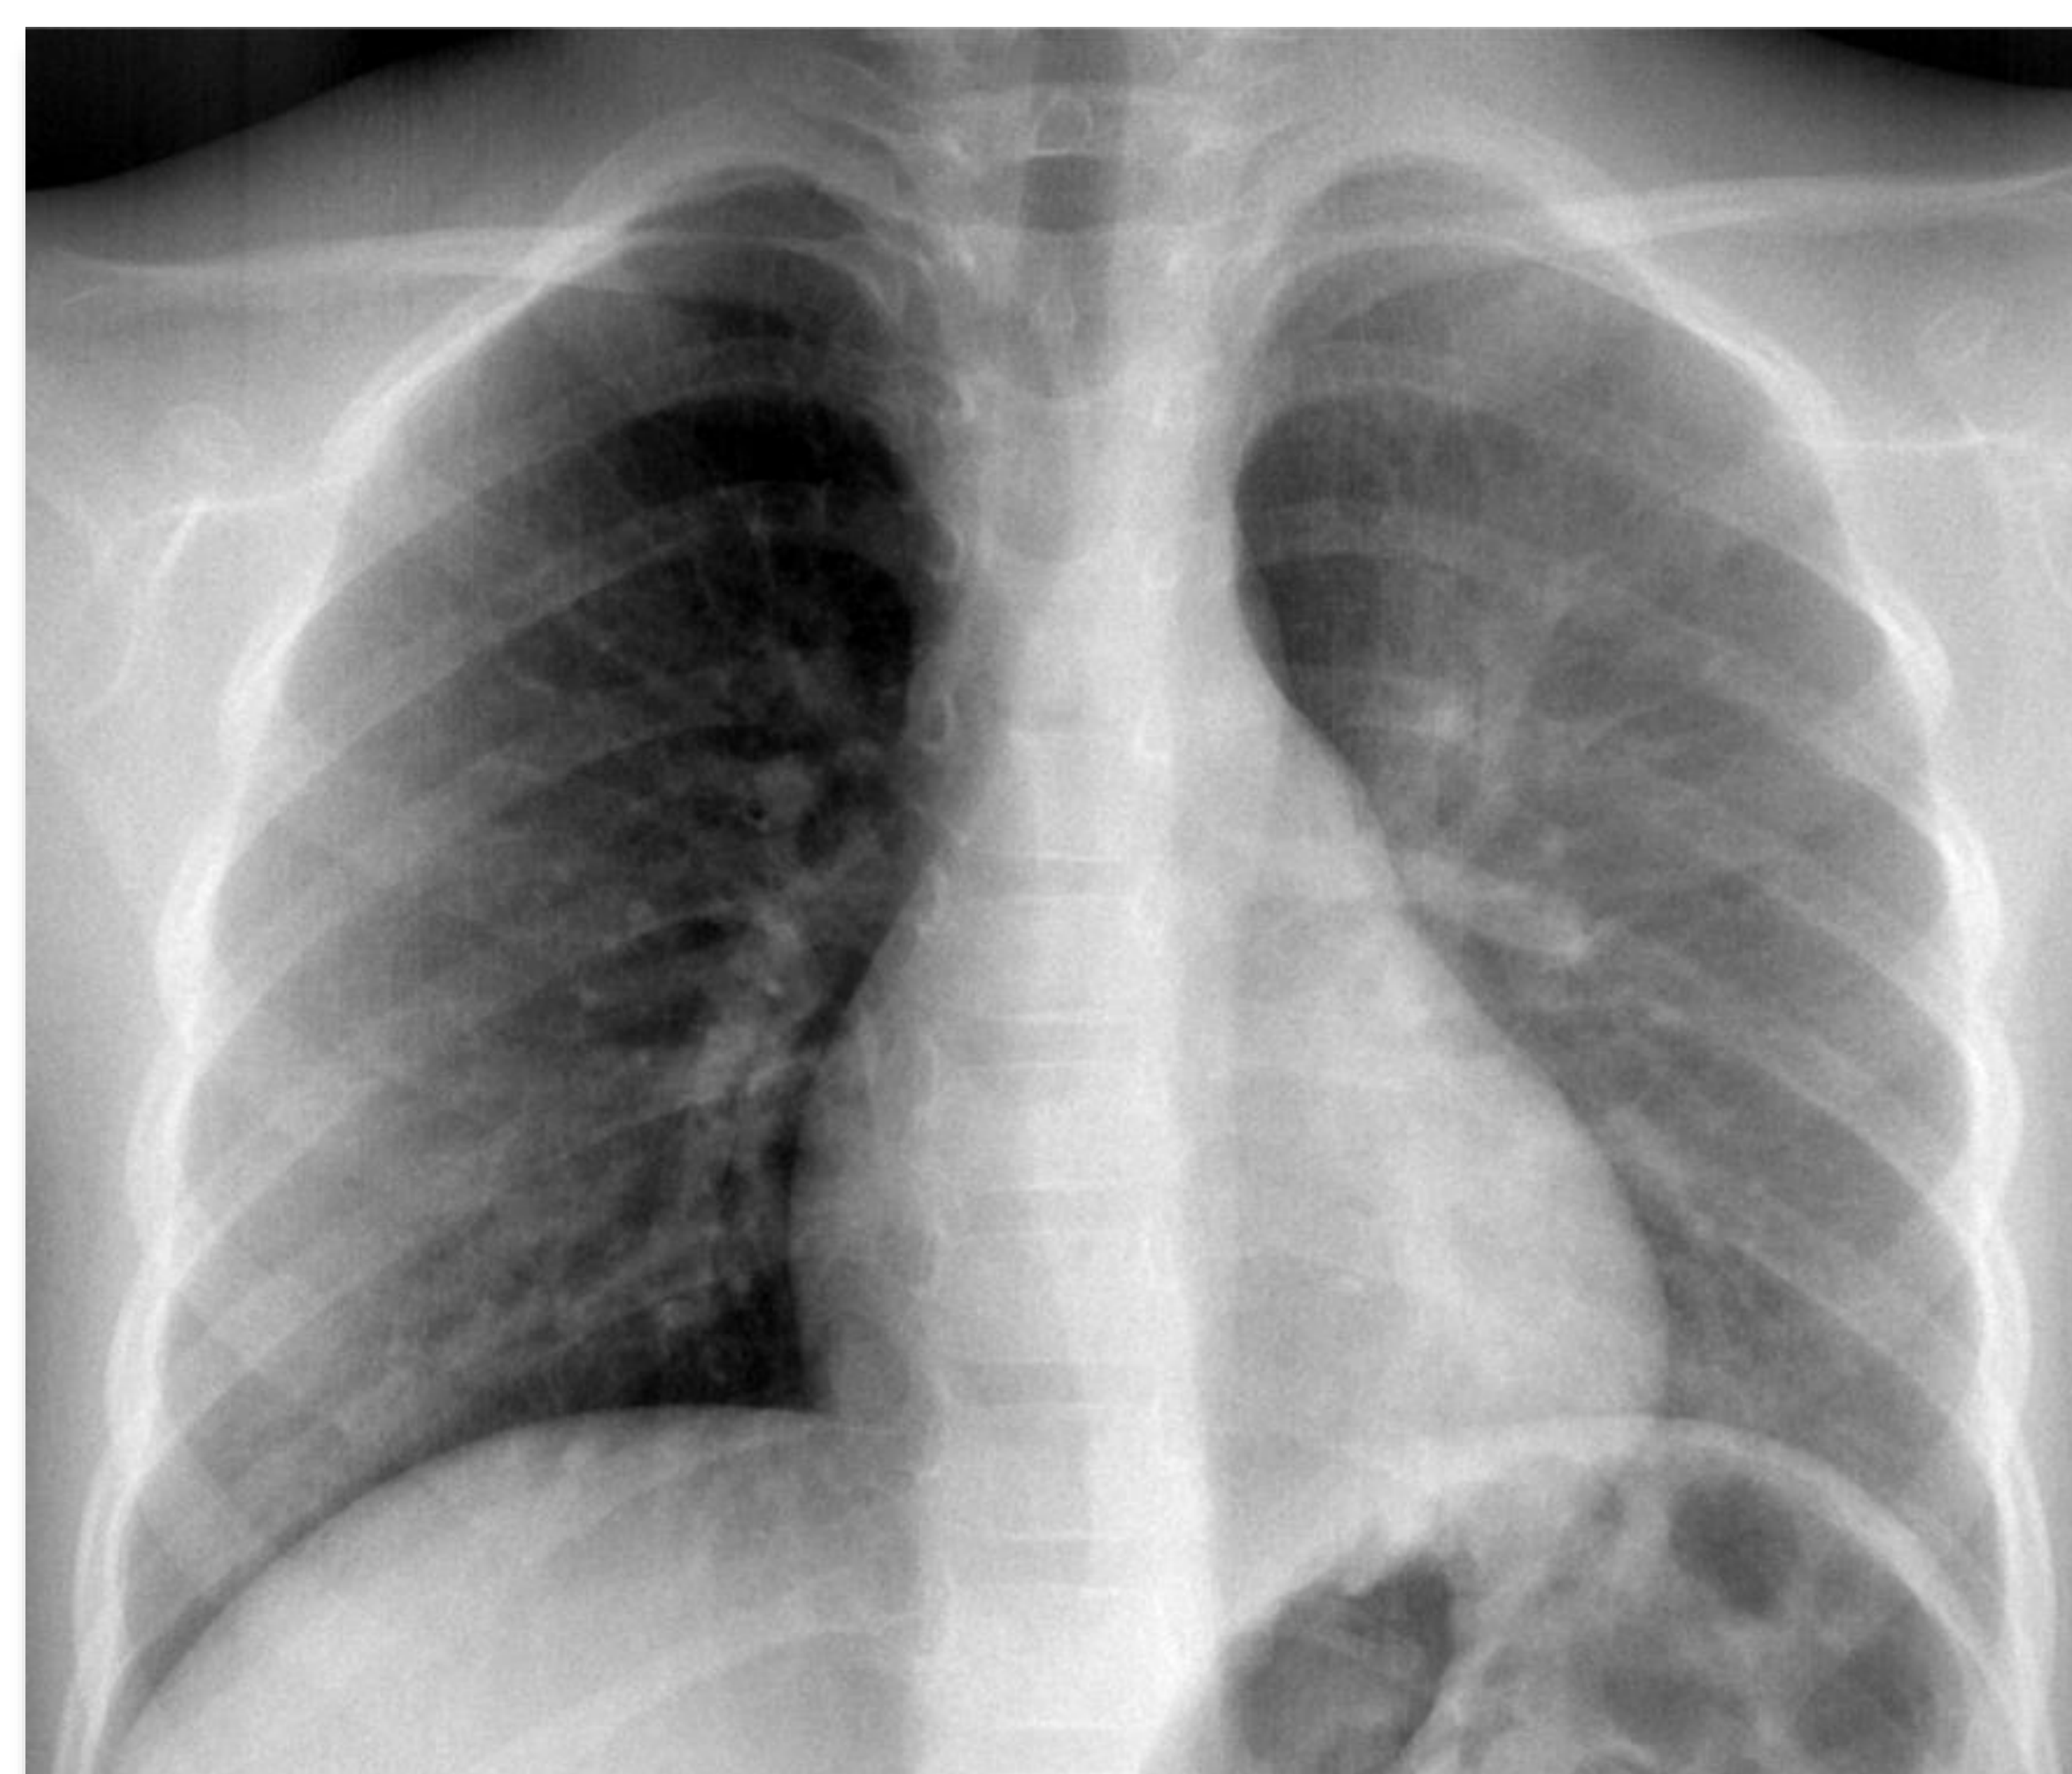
Niño de 4 años con PCR positiva para coronavirus un mes antes y cuadro de fiebre persistente. Radiografía de tórax que muestra tenues opacidades en vidrio deslustrado en el LSI.
